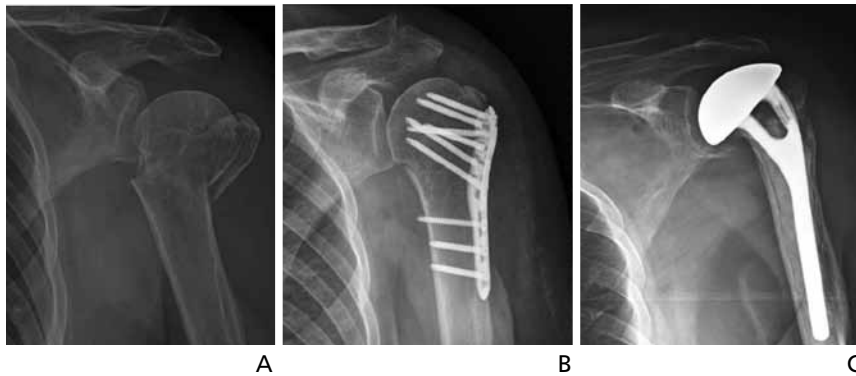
Radiographs of proximal humerus fracture and various surgical methods. (A) Proximal humerus fracture, (B) plate fixation technique, and (C) shoulder hemiarthroplasty.
